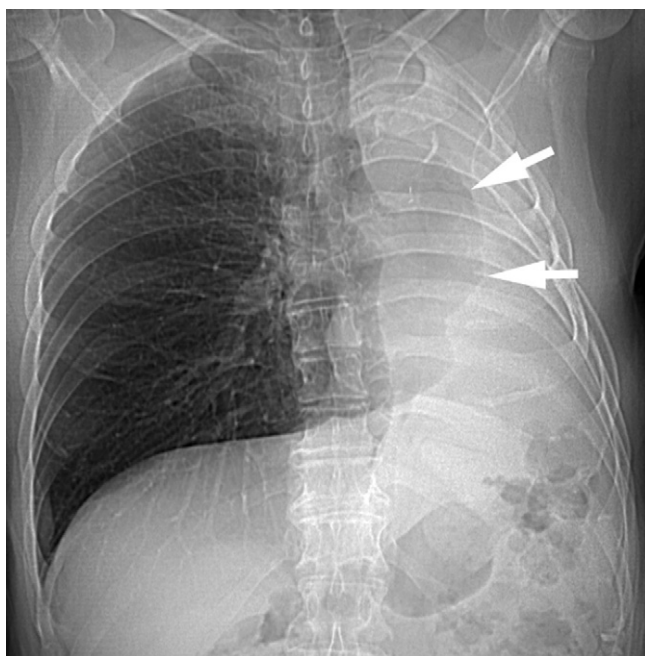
Radiographie de face après pneumonectomie gauche. Hernie du poumon droit dans l'hémithorax gauche (flèches).
